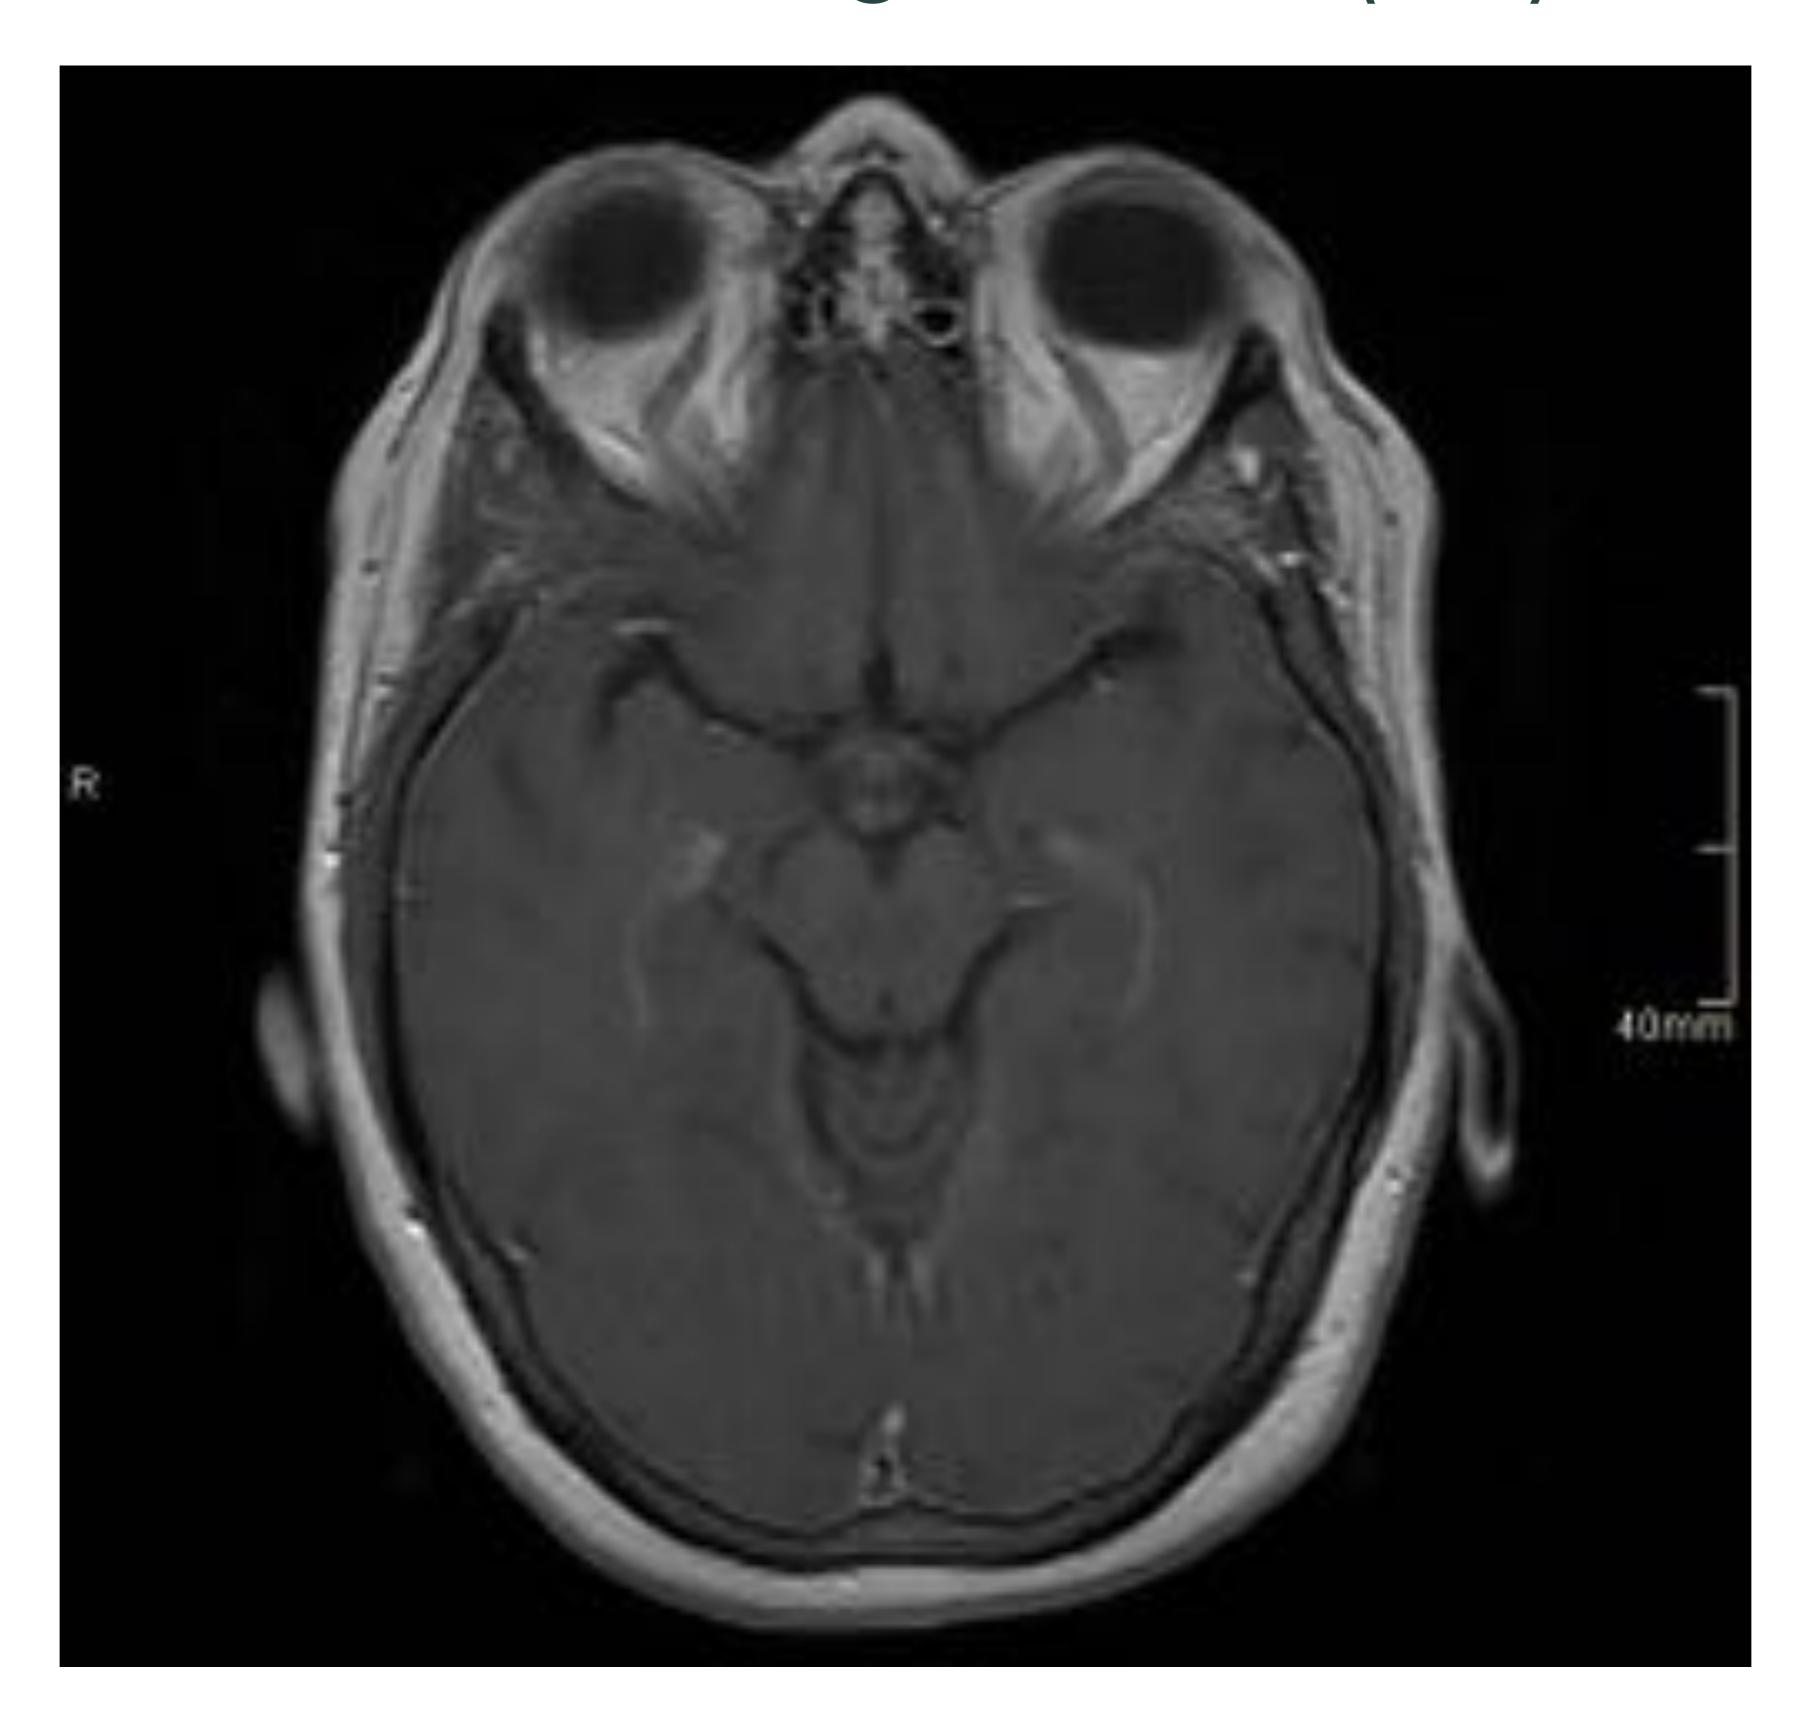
Encefalopatía de Wernicke. Imágenes de RM axial T1 tras la administración de gadolinio intravenoso. Se observa realce patológico de los cuerpos mamilares.
